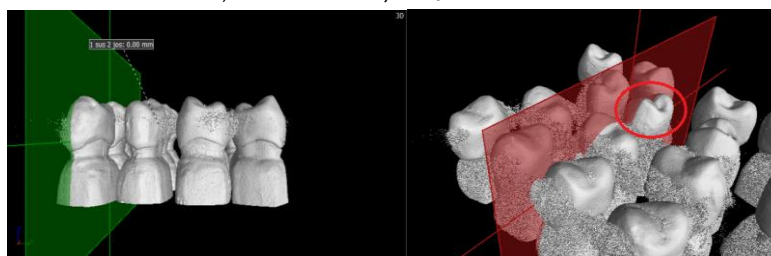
Imagini micro-CT
